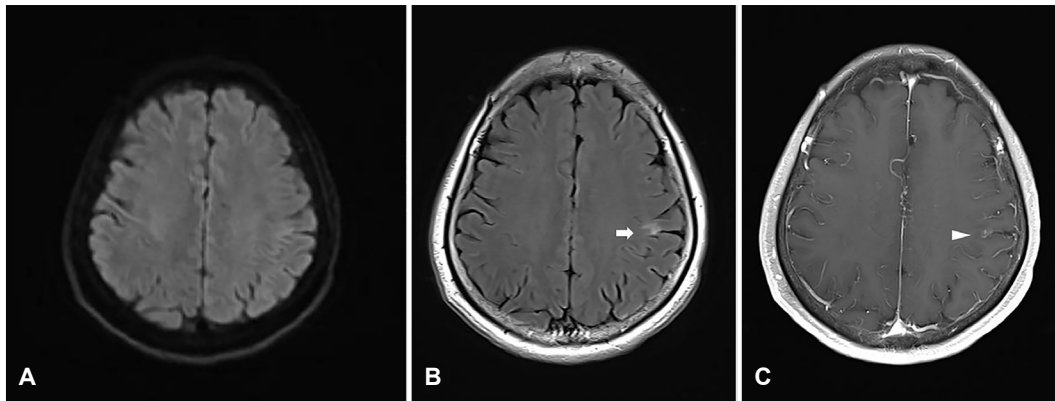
Brain magnetic resonance imaging. Diffusion-weighted image (A) show normal findings, and fluid attenuated inversion recovery image (B) show hyperintensity in the left postcentral gyrus, corresponding to the hand knob area (arrow). Contrast-enhanced T1-weighted images (C) demonstrate enhancement of the postcentral cortex (arrowhead).
